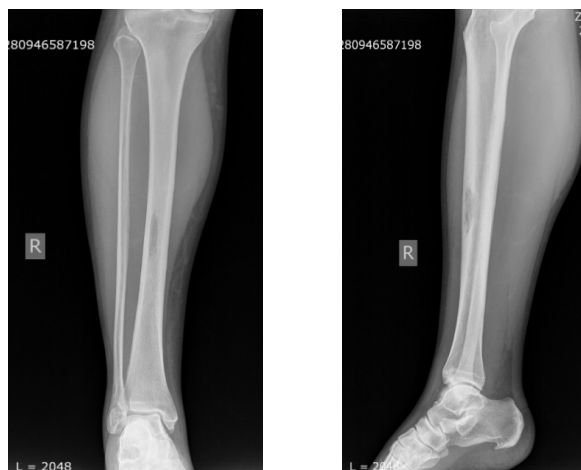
Рентгенография правой голени до операции
